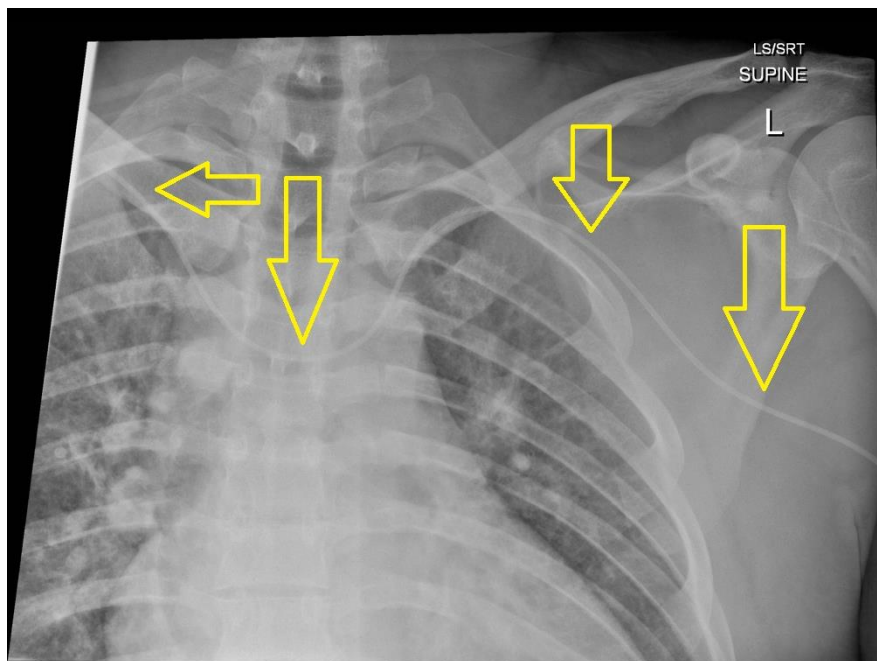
Správně zavedený PICC - RTG (Jones, 2009), modifikováno autorem práce
